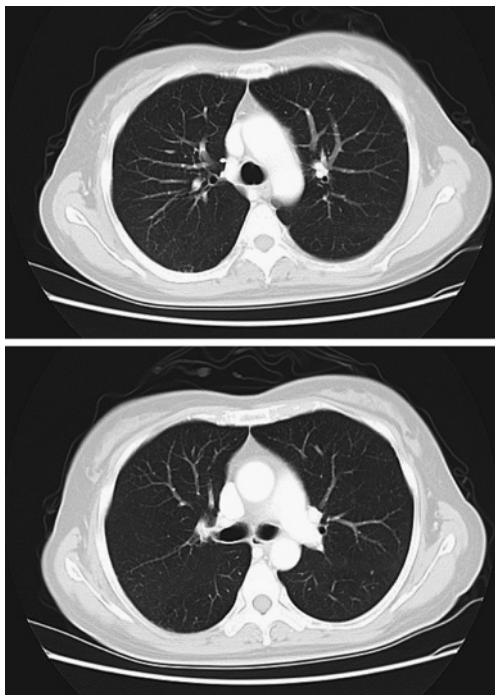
Chest CT after the first course of combined chemotherapy. There is no sign of ground glass opacities.
